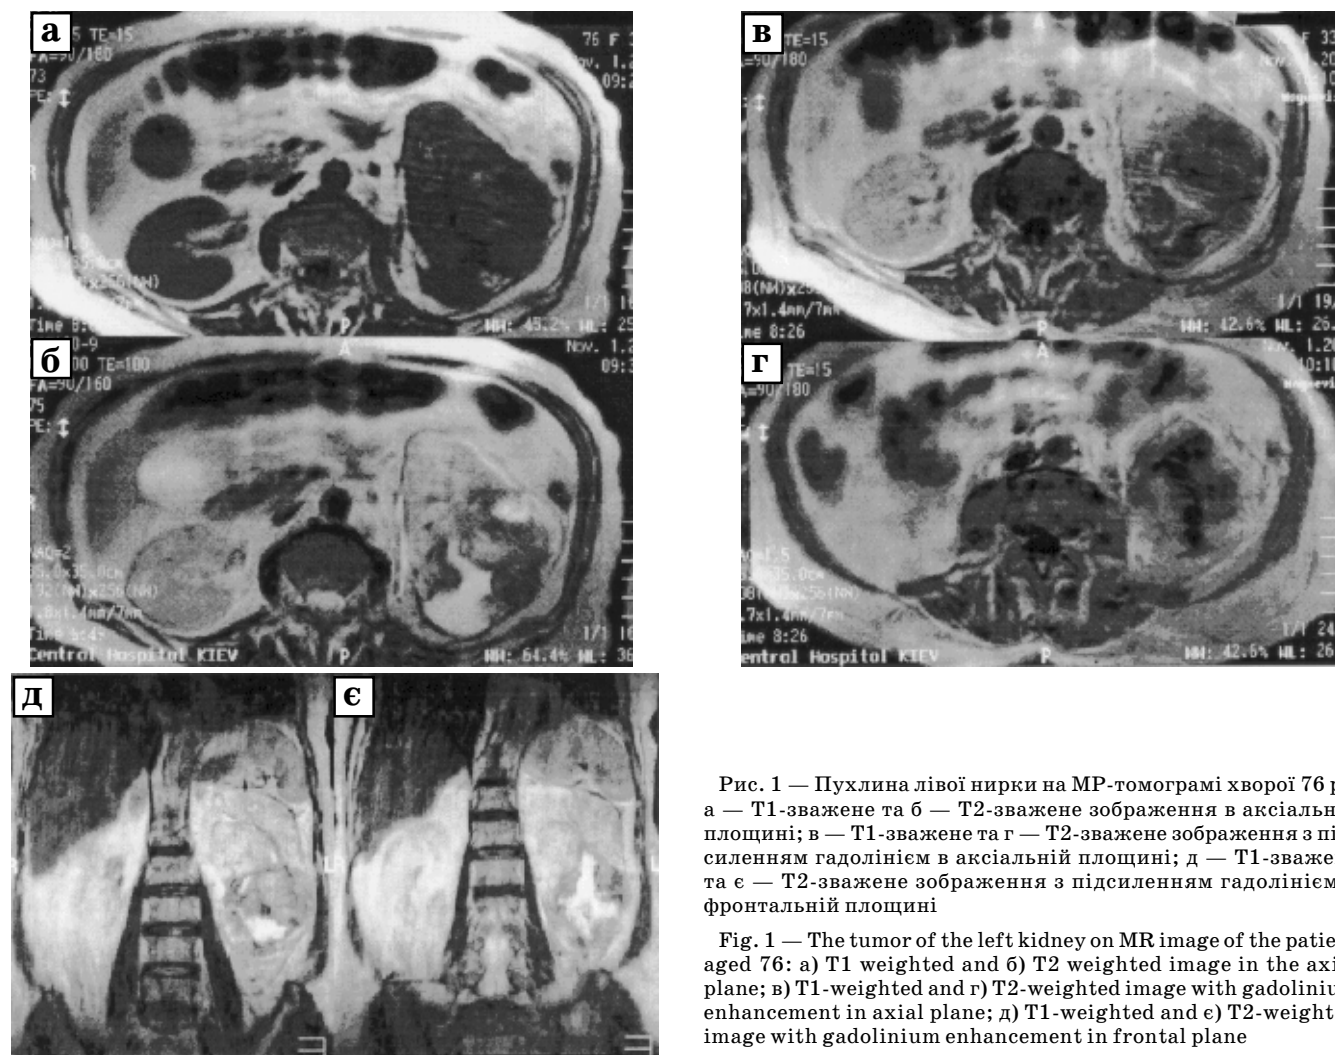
Пухлина лівої нирки на МР-томограмі хворої 76 р.: а — T1-зважене та б — T2-зважене зображення в аксіальній площині; в — T1-зважене та г — T2-зважене зображення з підсиленням гадолінієм в аксіальній площині; д — T1-зважене та е — T2-зважене зображення з підсиленням гадолінієм у фронтальній площині
